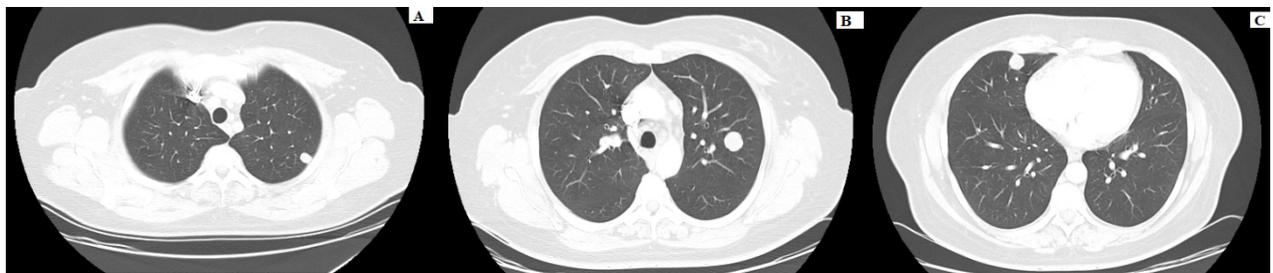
TAC de tórax año 2019. A y B: nódulos en lóbulo superior izquierdo y C: nódulo en lóbulo medio.
